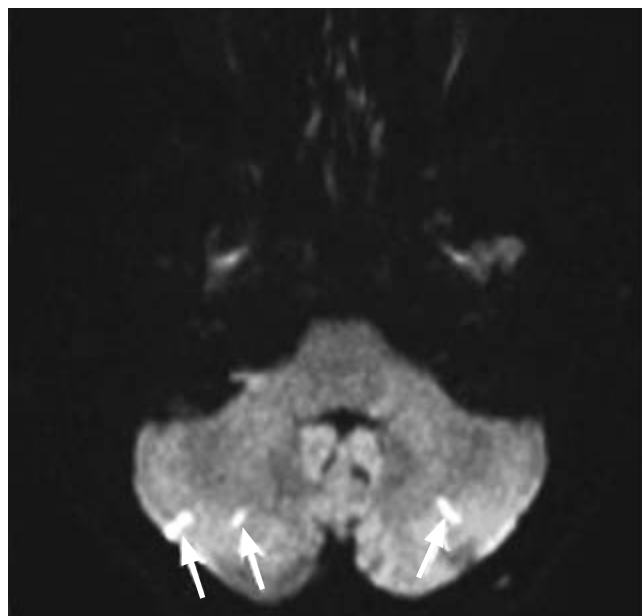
МРТ головного мозга в режиме ДВИ ($b=1000$) на следующий день после операции. В обоих полушариях мозжечка визуализируются небольшие очаги повышенной интенсивности сигнала (указаны стрелками)
